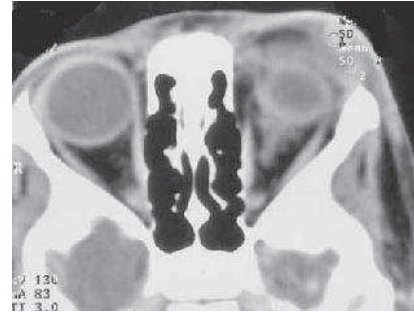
TDM en coupe axiale et coronale. Hémangiome capillaire
